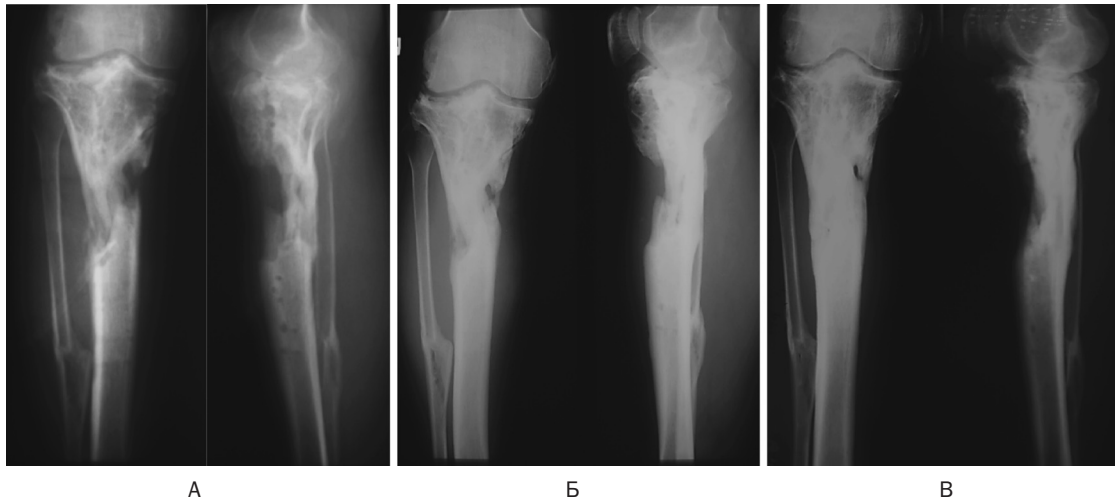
Рентгенограммы пациента З., 1960 г. р., получившего лечение разработанным способом: А – после санации и дренирования очага приточно-отточным промывным дренажом; после заживления ран и купирования отёка через 3,5 недели выполнена костная пластика вторичного дефекта предложенным методом; Б – через 90 суток – дефект большеберцовой кости постепенно замещался с формированием костно-балочной структуры и костно-мозгового канала, периостальной реакции нет; В – через год после операции; пациент приступил к привычной трудовой деятельности
